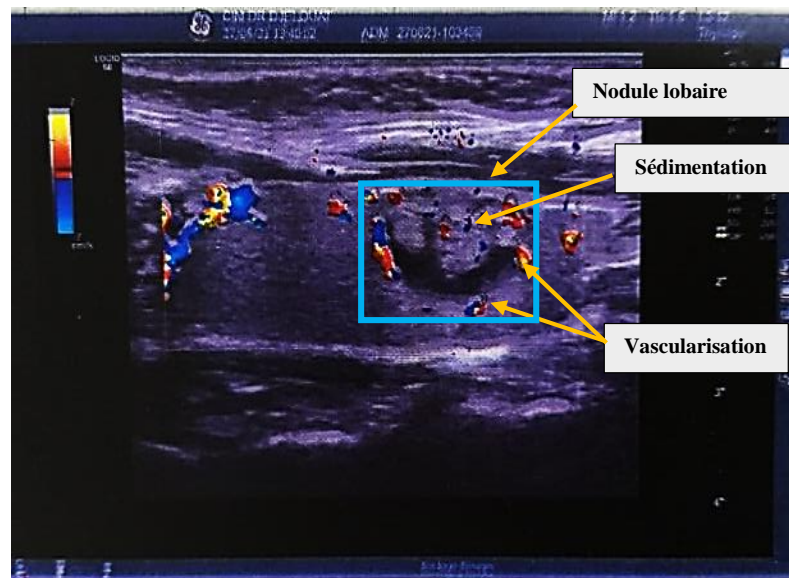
Une image échographique d'une patiente âgée de 44 ans représente un nodule anéchogène associé à une sédimentation tissulaire partielle sur un fond de thyroïdite chronique type Hashimoto (Clinique El-Wafa El-Khroub, 2021).
